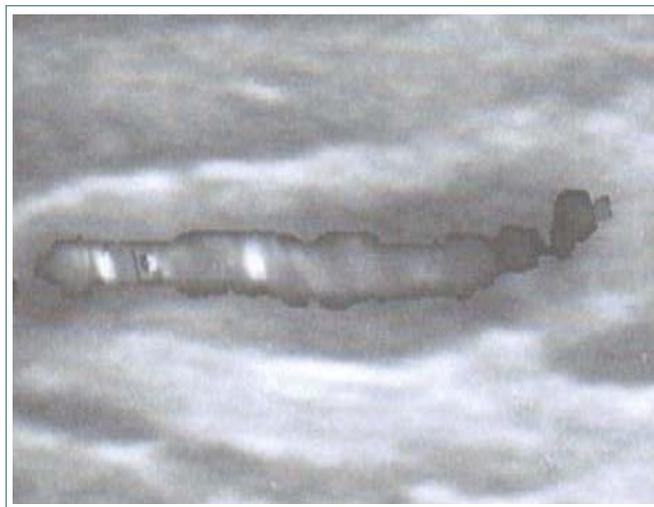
Halo hipoeicoico en la ecografía de la arteritis temporal
